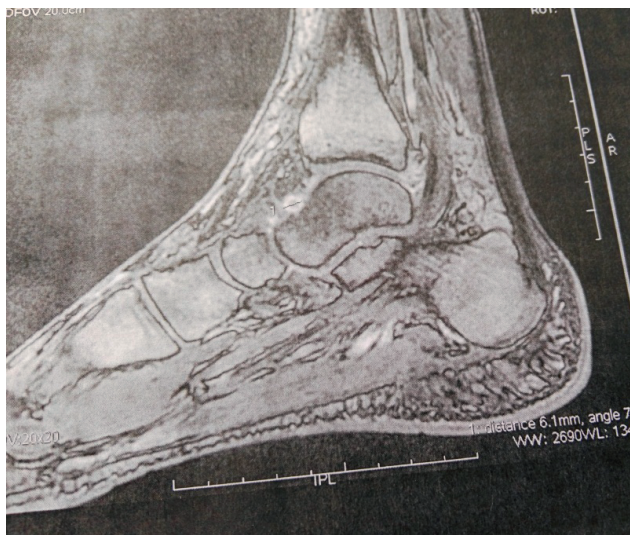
IRM de la cheville droite (séquence T1 / T2) : interprétation en faveur d'un corps étranger
